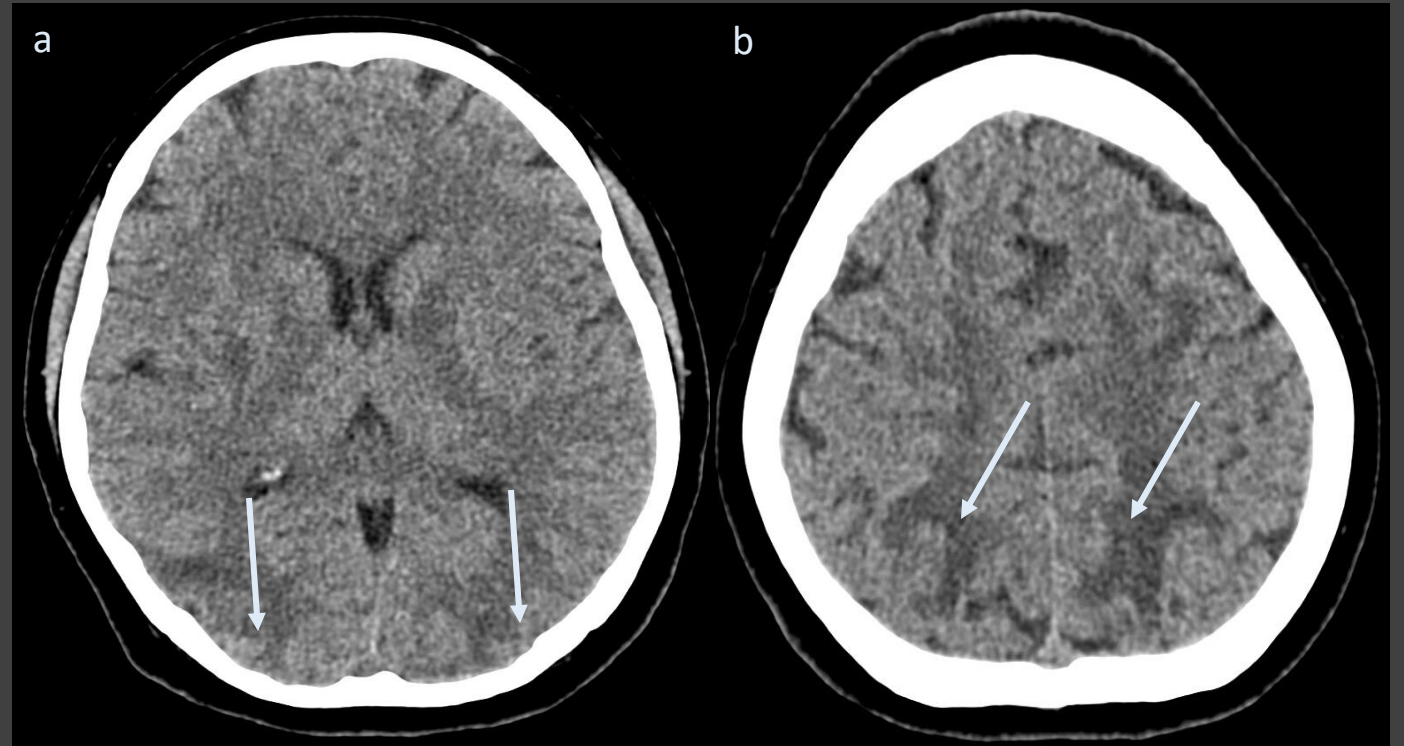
TC Simple en plano axial (a y b). Hipodensidades subcorticales bilaterales en territorios posteriores (flechas).
